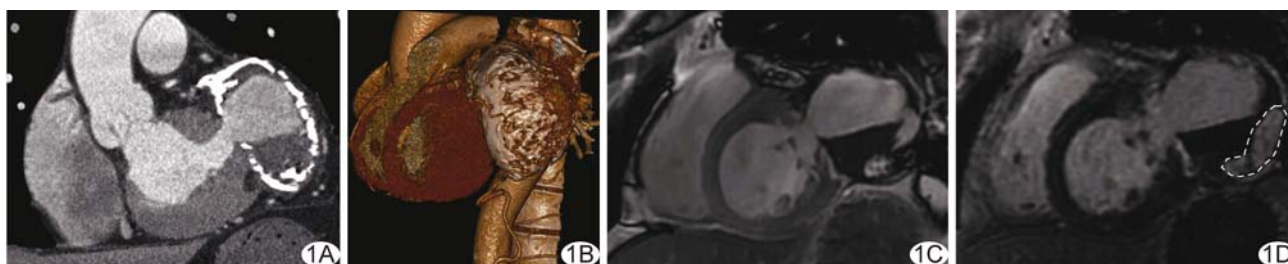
二尖瓣叶发育不良合并左心室后外侧壁巨大假性室壁瘤 A、B. 冠状动脉 CTA 冠状位(A)及 VR 图像(B); C、D. 心脏 MRI, 左心室短轴心脏电影图像(C)及延迟强化图像(D)
